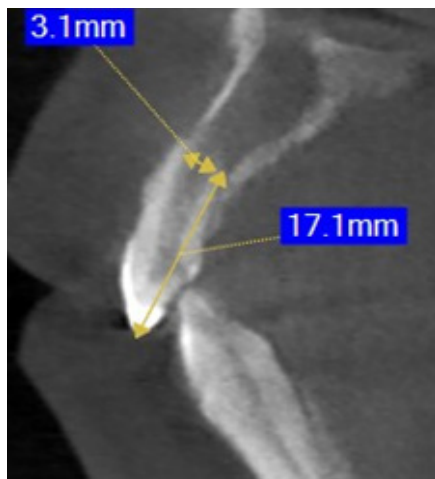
Tomografía Inicial.
